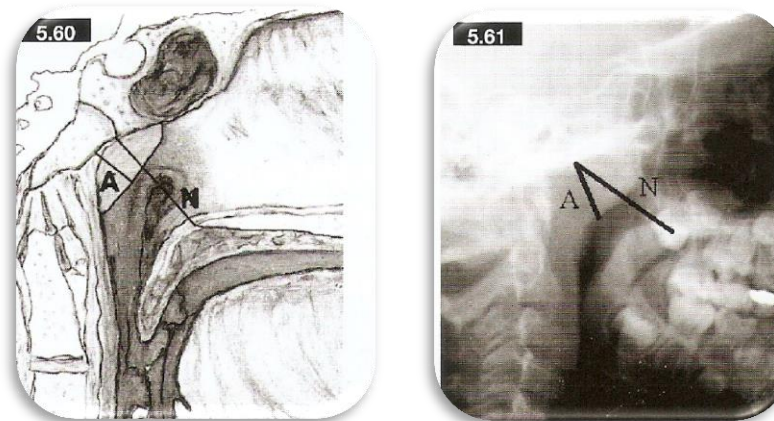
Forma en que se trazan las líneas en el método de Fujioka (izquierda) y la medición en la radiografía lateral (derecha).
